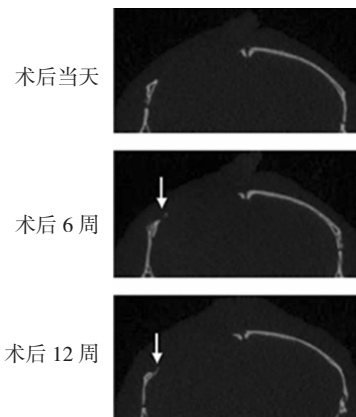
Micro-CT 扫描的颅骨缺损二维图像
